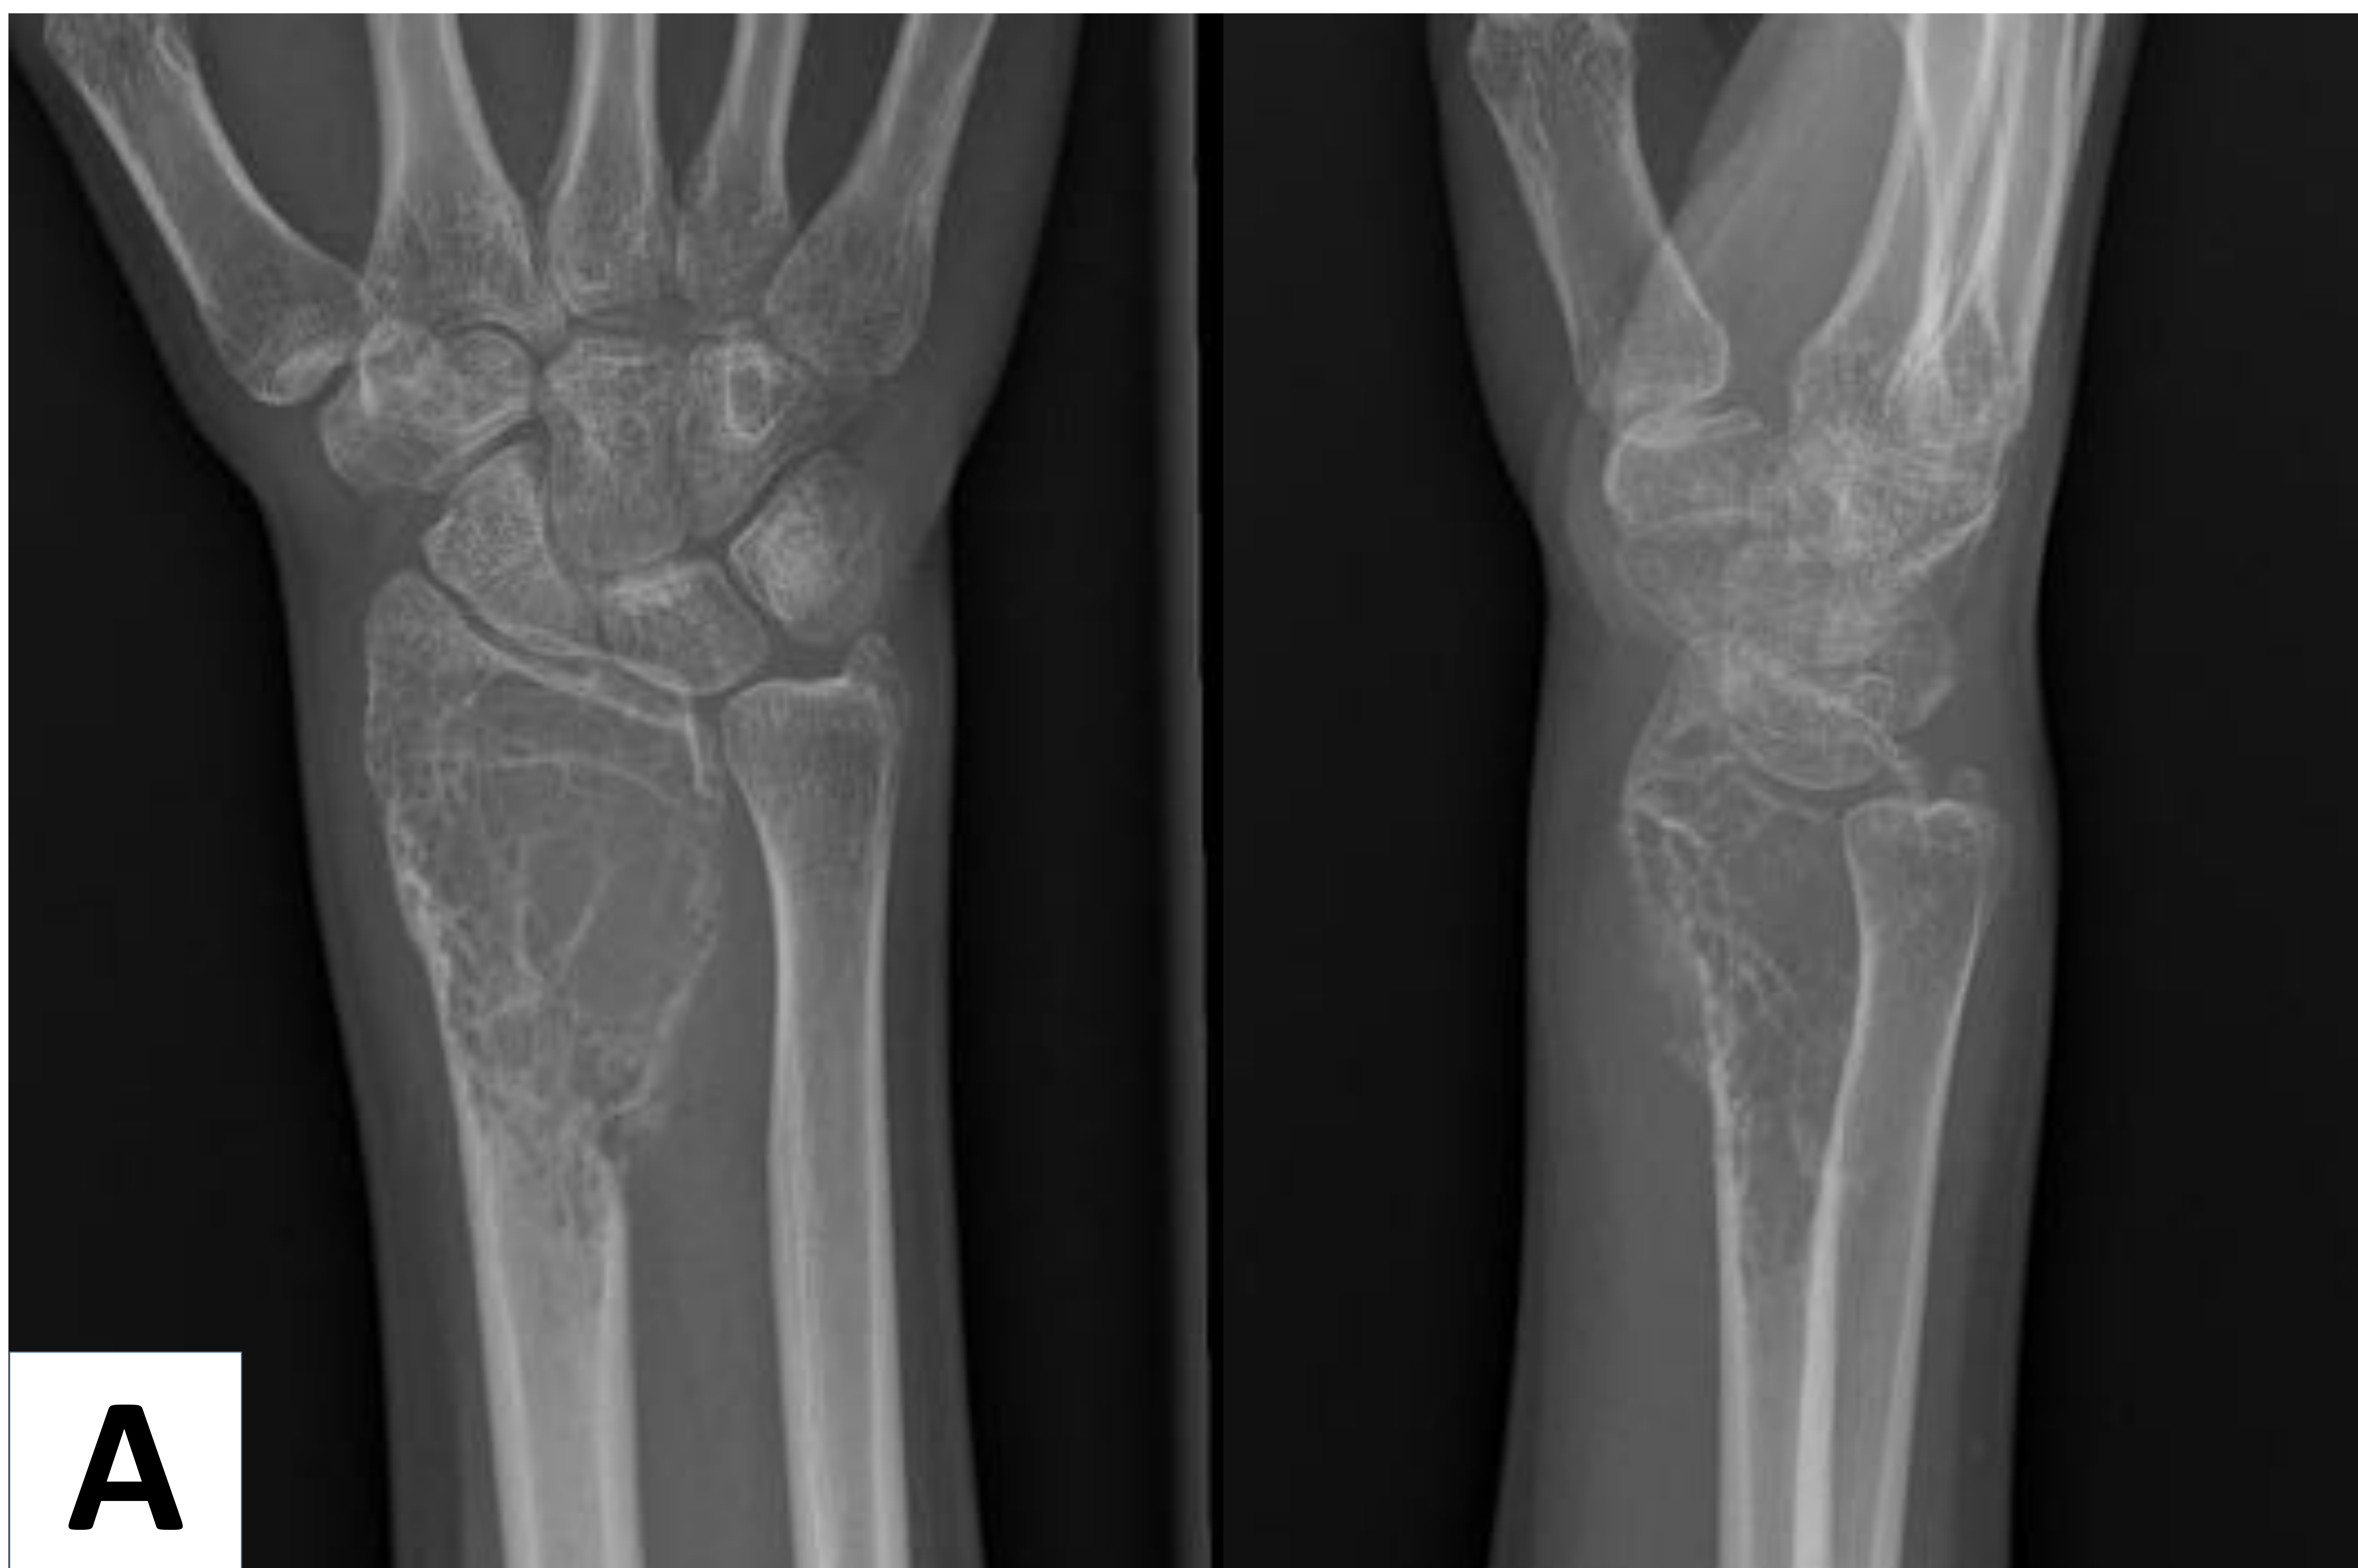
Caso 4: Paciente mujer con TCG óseo radial distal. A) Radiografía anteroposterior y lateral que muestra una lesión lítica epifisaria, excéntrica y expansiva, con disminución del grosor cortical. B) Radiografía anteroposterior y lateral de control tras tratamiento con denosumab que muestra reconstitución y engrosamiento cortical y aumento de la densidad ósea.
